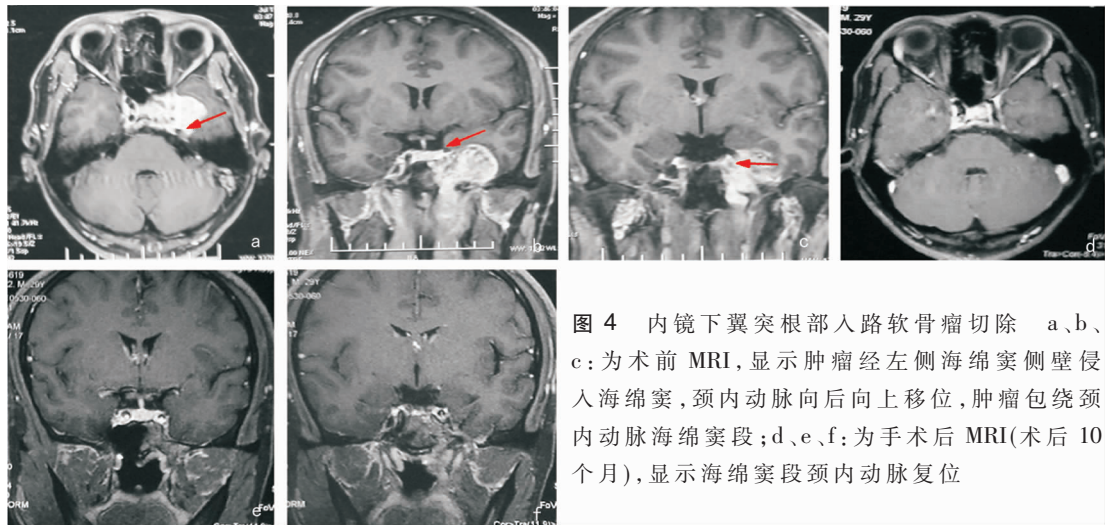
内镜下翼突根部入路软骨瘤切除 a、b、c:为术前 MRI,显示肿瘤经左侧海绵窦侧壁侵入海绵窦,颈内动脉向后向上移位,肿瘤包绕颈内动脉海绵窦段;d、e、f:为手术后 MRI(术后 10 个月),显示海绵窦段颈内动脉复位
